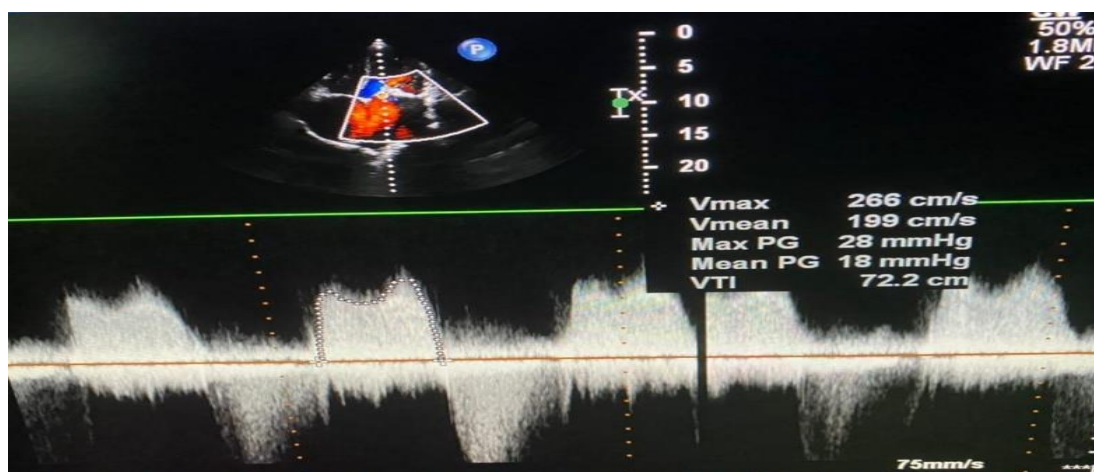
Doppler continu sur la valve mitrale avec gradient transmitral moyen à 18 mmHg
